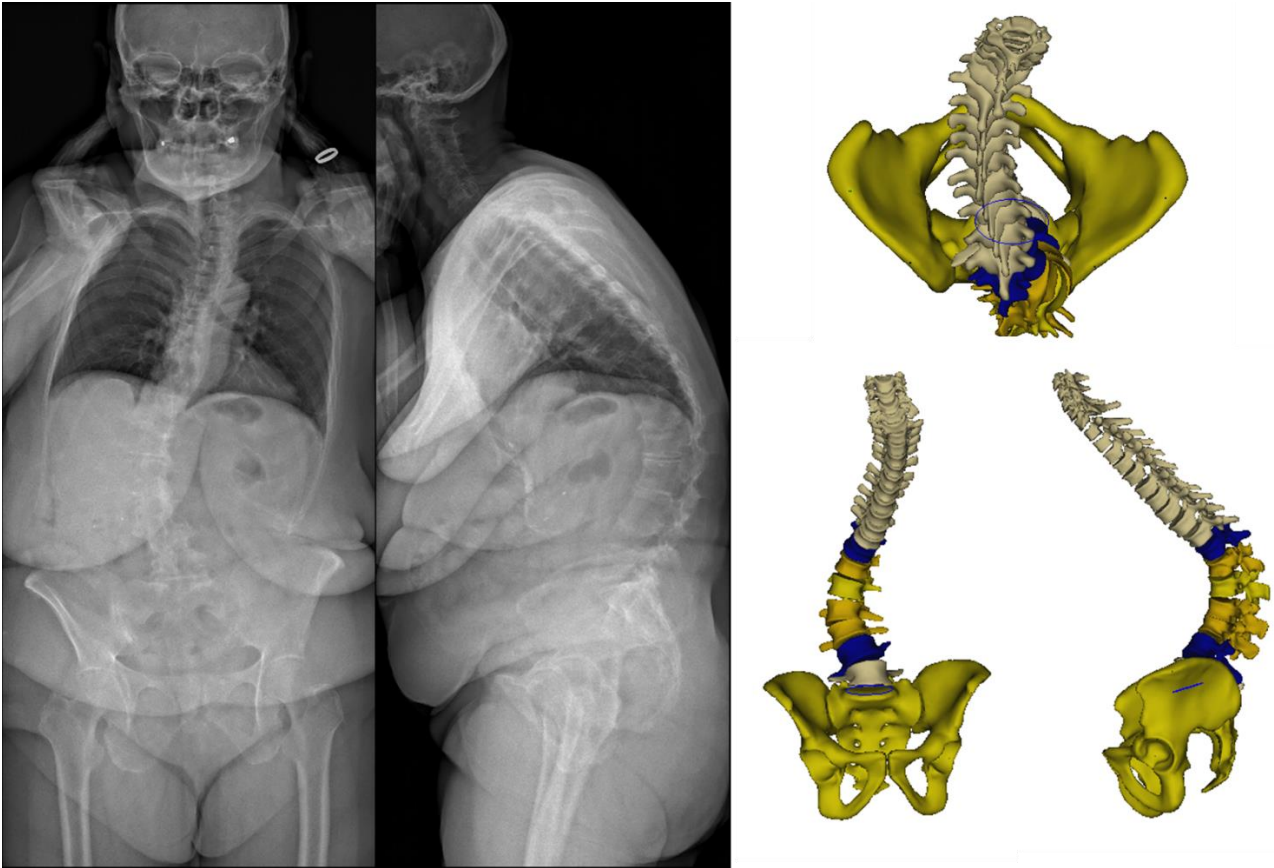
Radiographies de face et de profil et reconstructions 3D d'une patiente avec une importante gîte antérieure : ODHA 13,7°, GST1 9,7°, SVA 146mm, LL 10°, VP 30°, IP 47°, lordose cervicale 44°.
